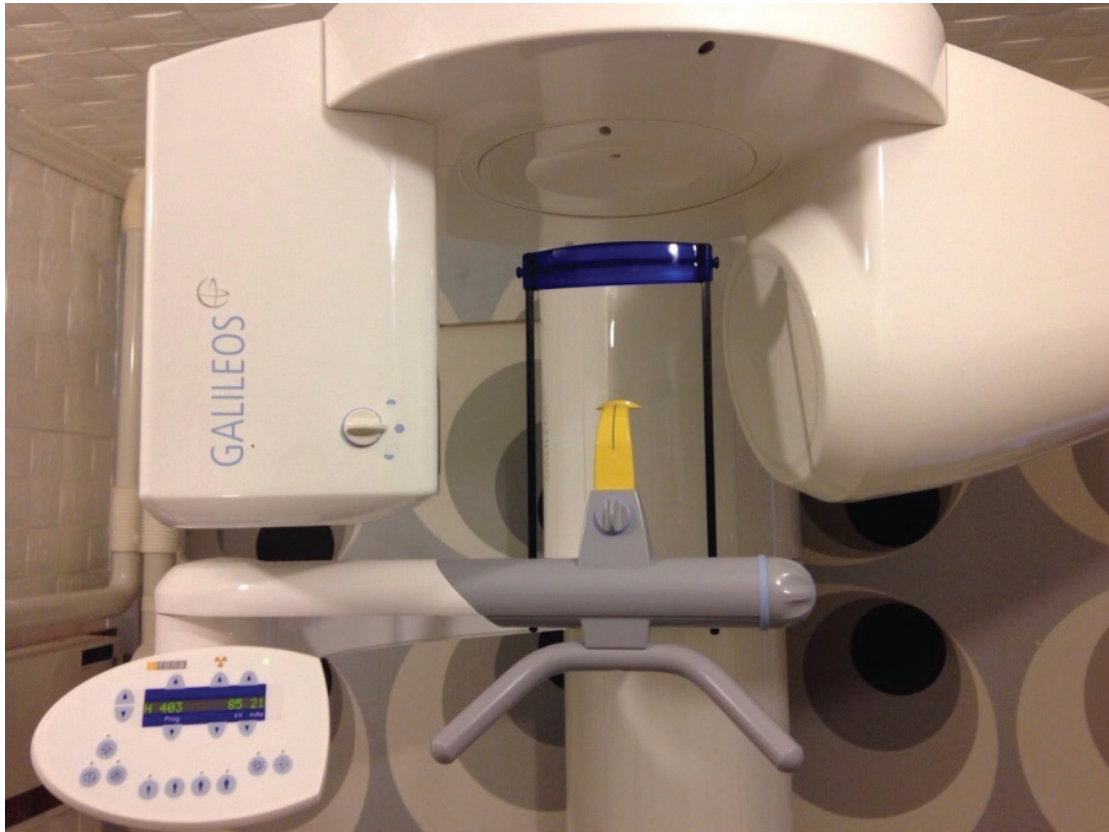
Tomografi i Kompjuterizuar Sirona Dental 3D Galileos (laboratori radiologjik “X-RAY DENT” – Prishtinë)
